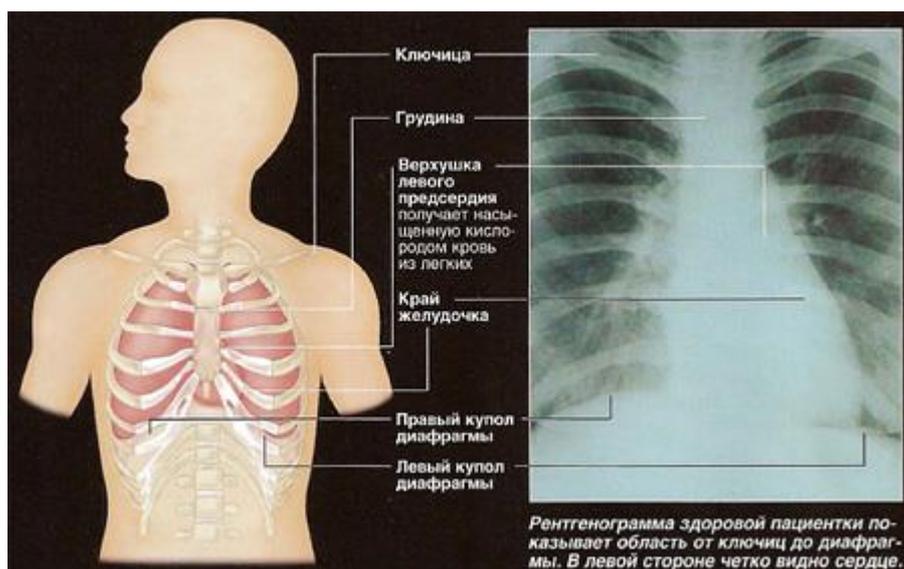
рентгенография грудной клетки.
